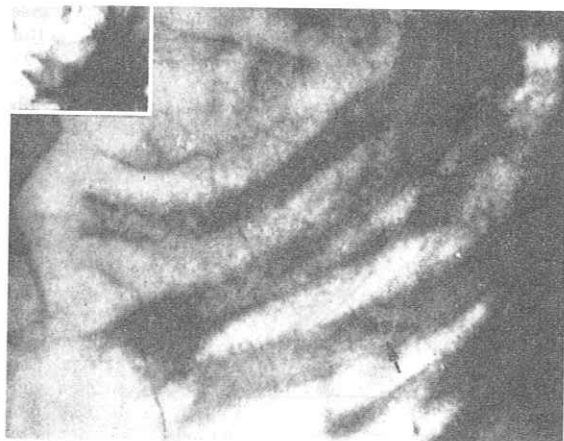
Röntgenaufnahme in 4facher Vergrößerung eines mäßig kontrahierten Jejunum-Teils eines gesunden Erwachsenen. Es sind feine bürstenähnliche Schatten auf der Seite der Darmzotten sichtbar (Testobjekt draht \surd). Links oben: Normalaufnahme
